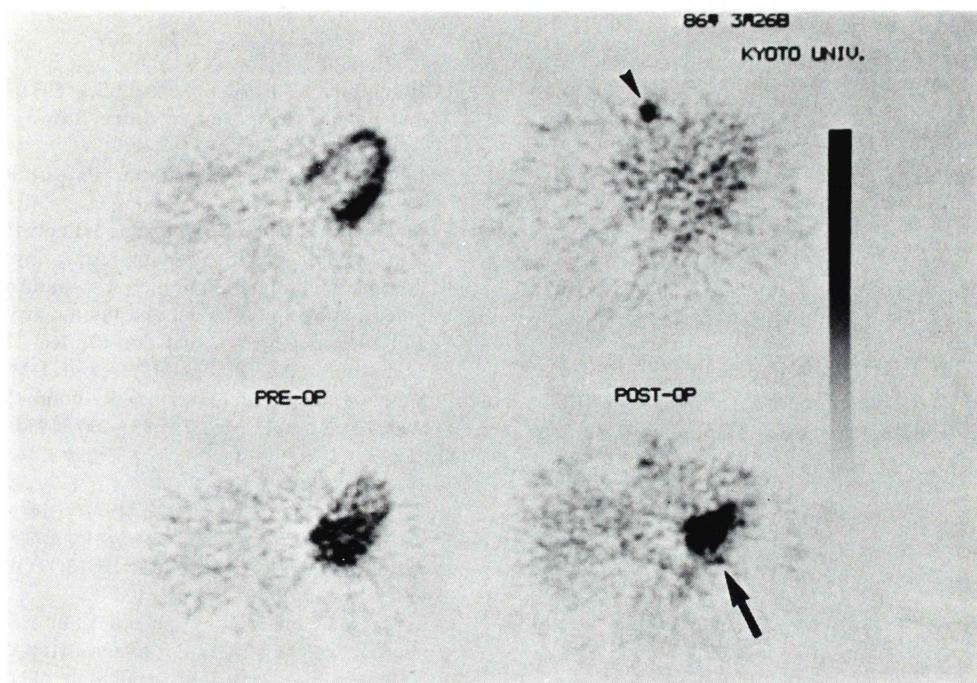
Myocardial PET scan of ^{18}F -FDG in a case with effort angina in two consecutive slices at 16 mm interval studied before (left) and after (right) bypass grafting. The pre-operative study showed increased accumulation of FDG in the lateral wall (upper slice) and posterior wall (lower slice). In the post-operative study, the former disappeared, while the posterior wall showed persistent accumulation of FDG (arrow) due to the occlusion of the graft to posterior descending branch. The arrow head shows the operative scar.
